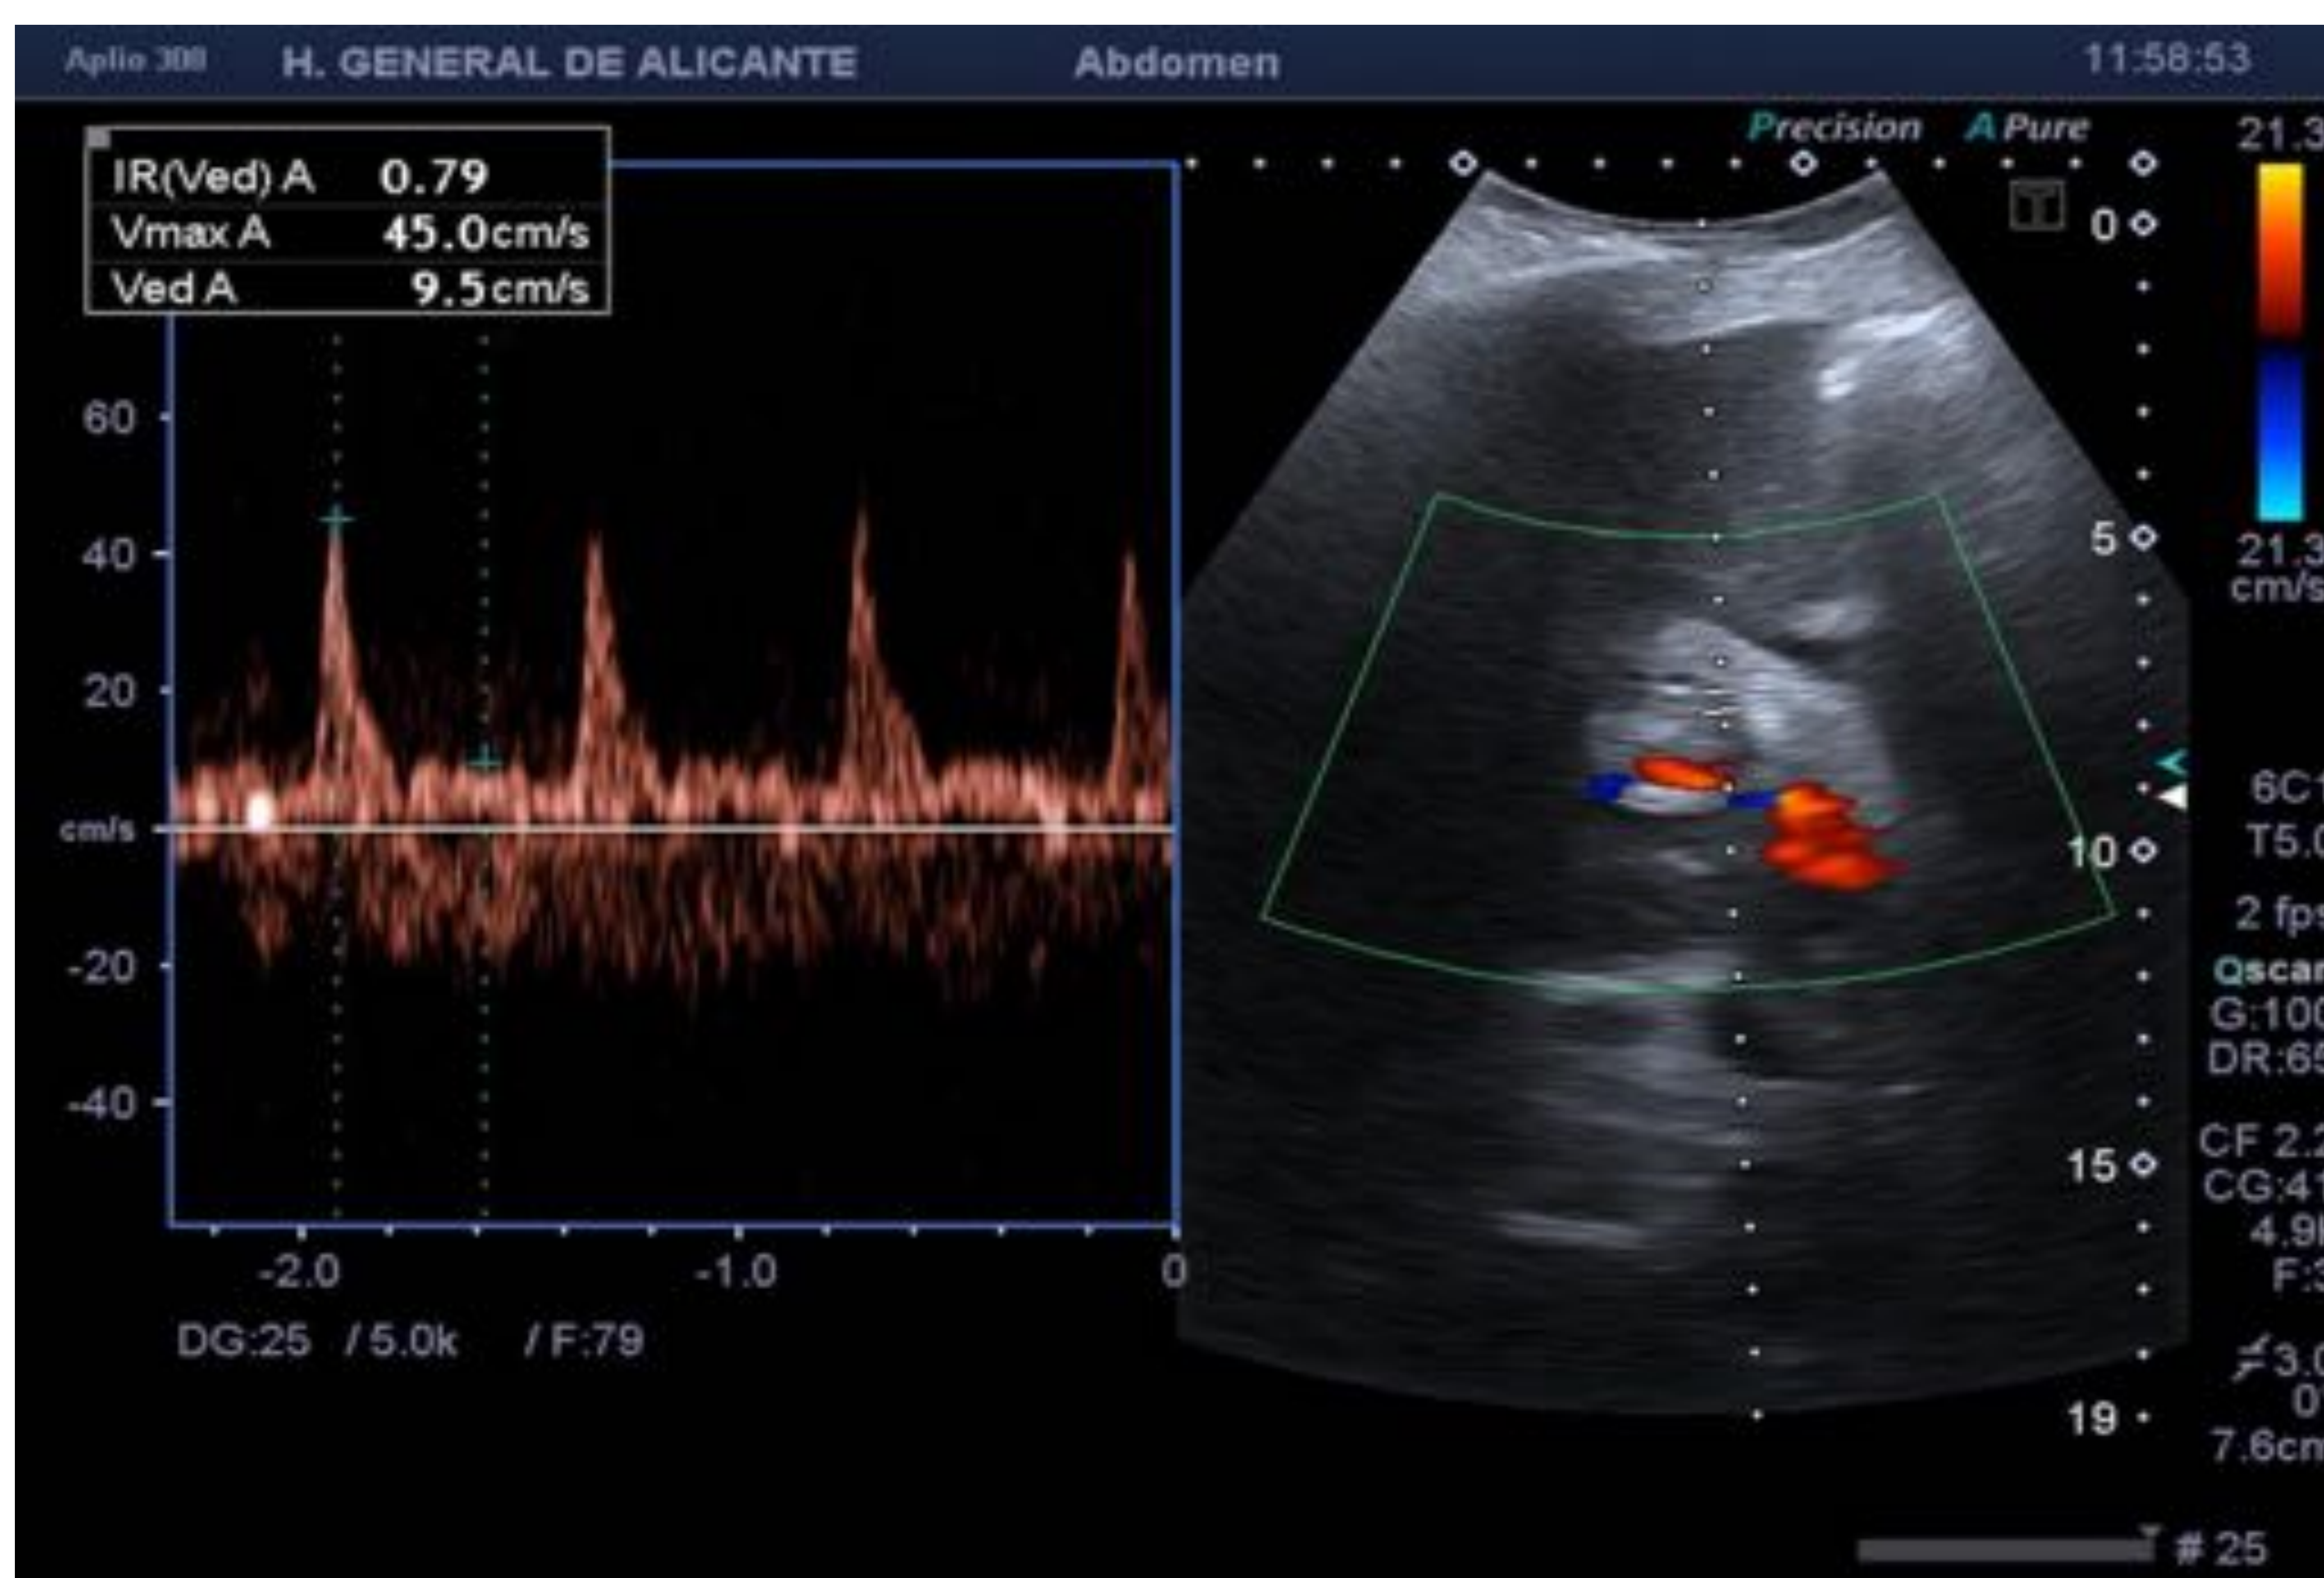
Doppler: a. hepática en hilo de morfología normal con IR en el límite alto.
